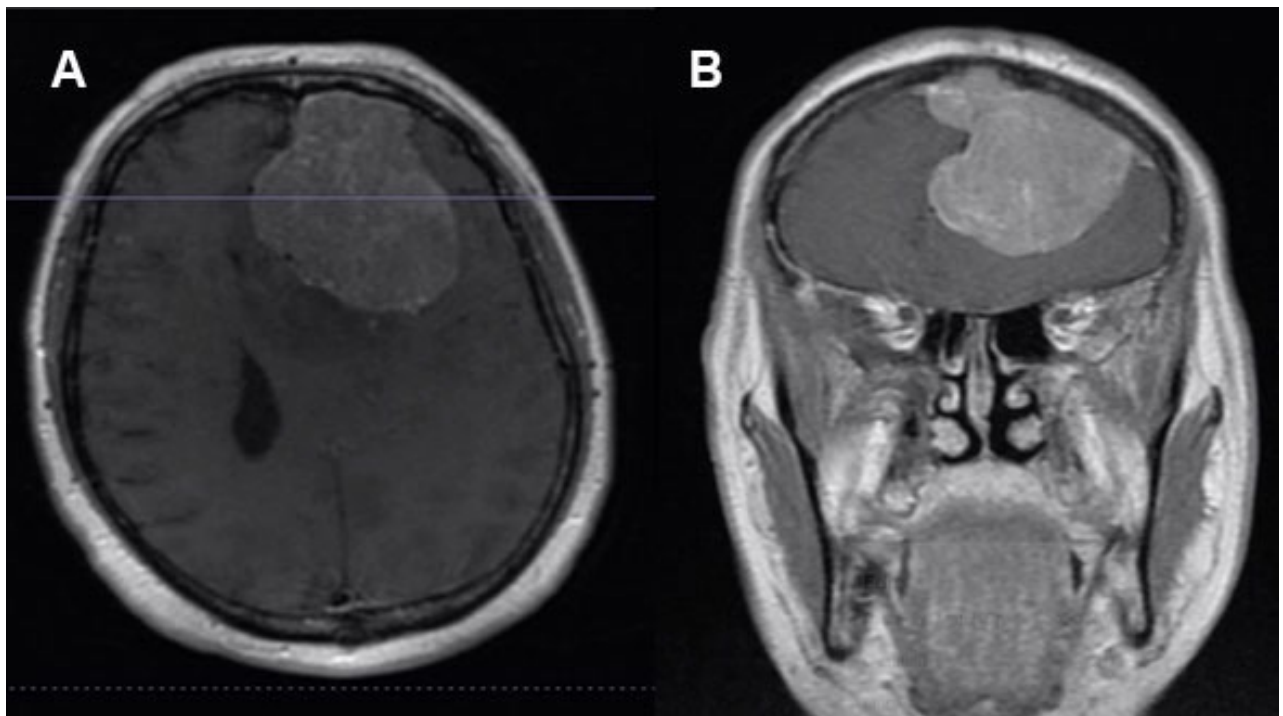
RM cerebral con contraste. A) Corte axial. B) Corte coronal. Se observa una lesión frontal izquierda extraaxial con edema circundante marcado y desplazamiento de la línea media contralateral.
